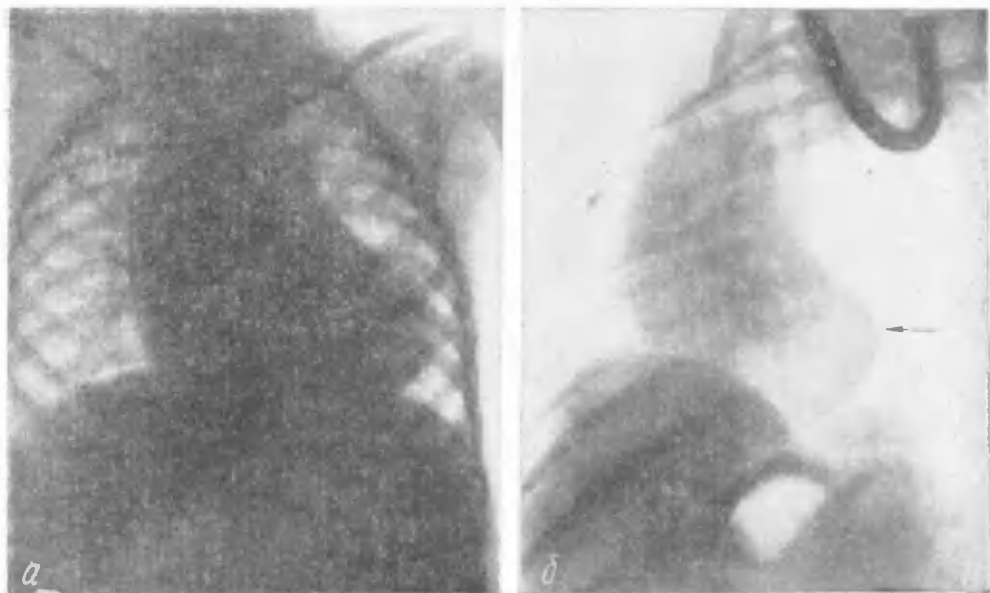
Рентгенограмма больной Н. в двух проекциях. Диагноз: атрезия левого венозного отверстия.
